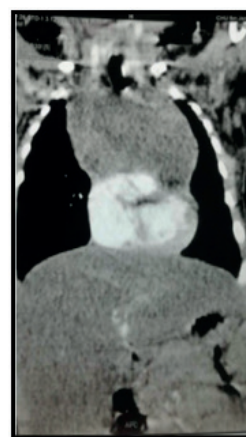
TDM thoracique montrant l'existence d'une masse kystique au niveau de l'espace retrosternal, mesurant 7*4cm de grand axe.
